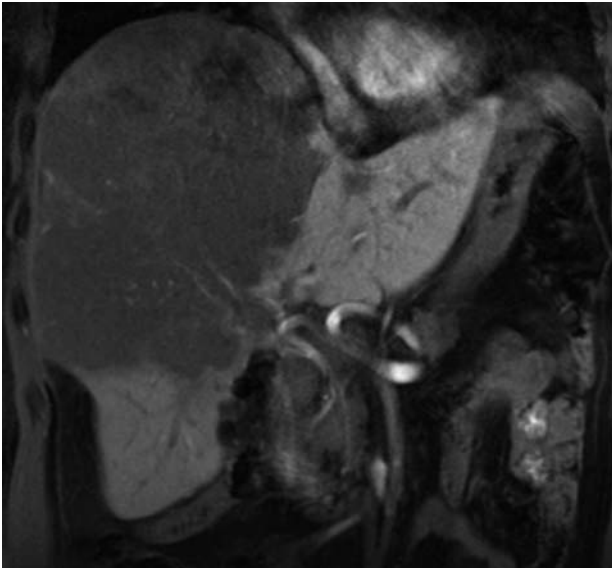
Immagine TC di HCC insorto su fegato non cirrotico.
